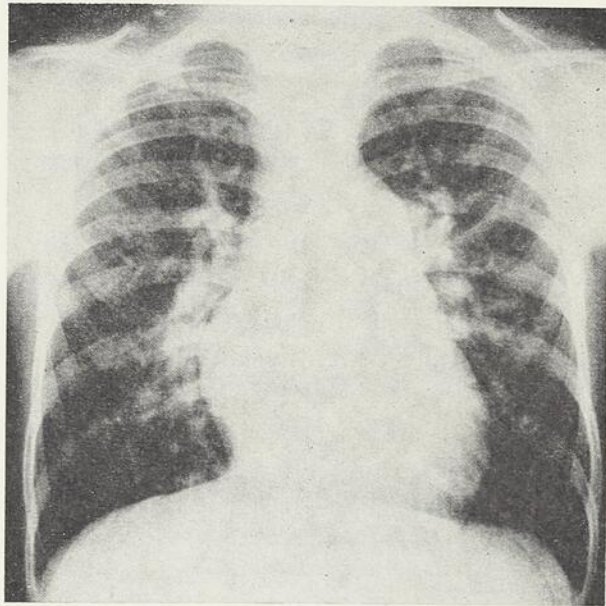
Radiographie thoracique préopératoire : H. D., 6 ans.
